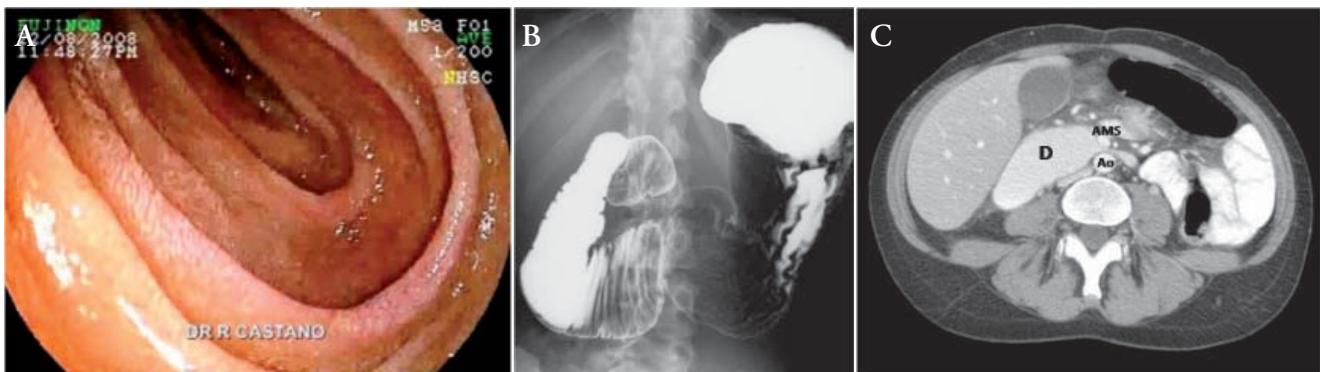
Imágenes endoscópica, radiológica y de la TAC de SAMS en mujer de 72 años. A. Aspecto endoscópico de la compresión en la tercera porción del duodeno que permitió ser franqueada con dificultad. B. Tránsito digestivo superior con bario que demuestra la dilatación y obstrucción en la tercera porción duodenal. C. TAC que muestra el duodeno dilatado (D) y la corta distancia entre la aorta (Ao) y la arteria mesentérica superior (AMS)
